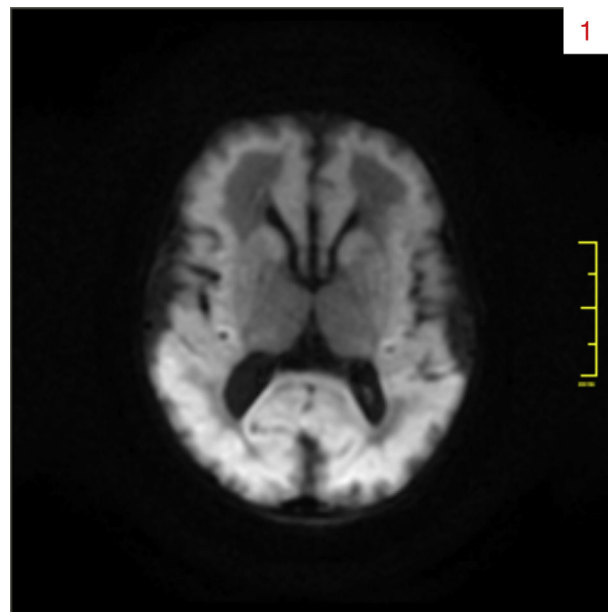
RM difusión (DWI). Restricción de la difusión en corteza y núcleos grises de la base.
